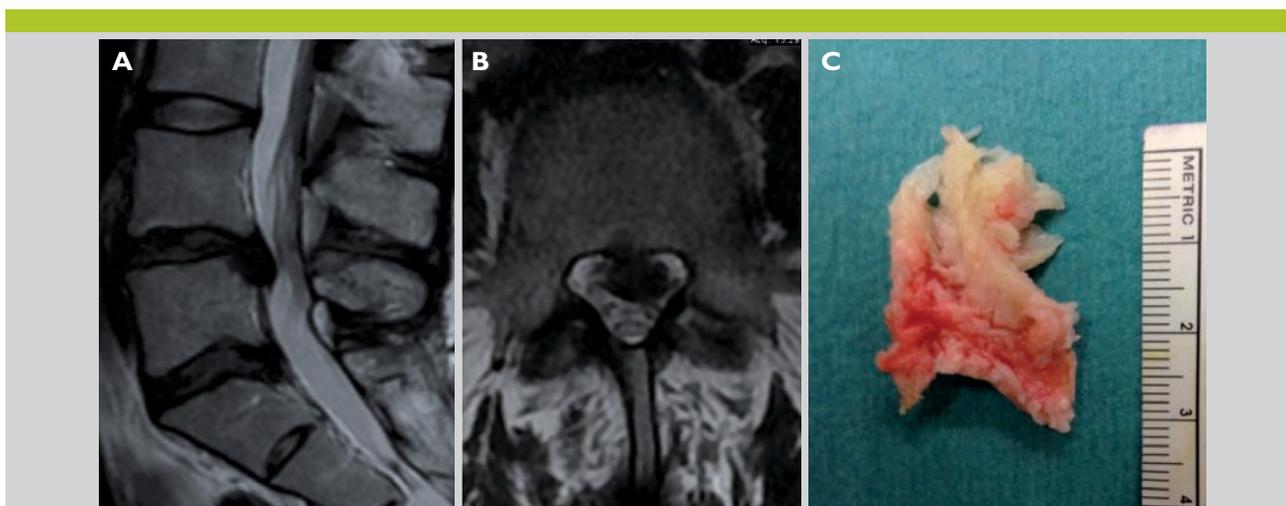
IRM (séquences T2 en sagittale et axiale) d'une patiente de 29 ans, connue pour un status postcure de hernie discale L5-S1 à droite, il y a trois ans
